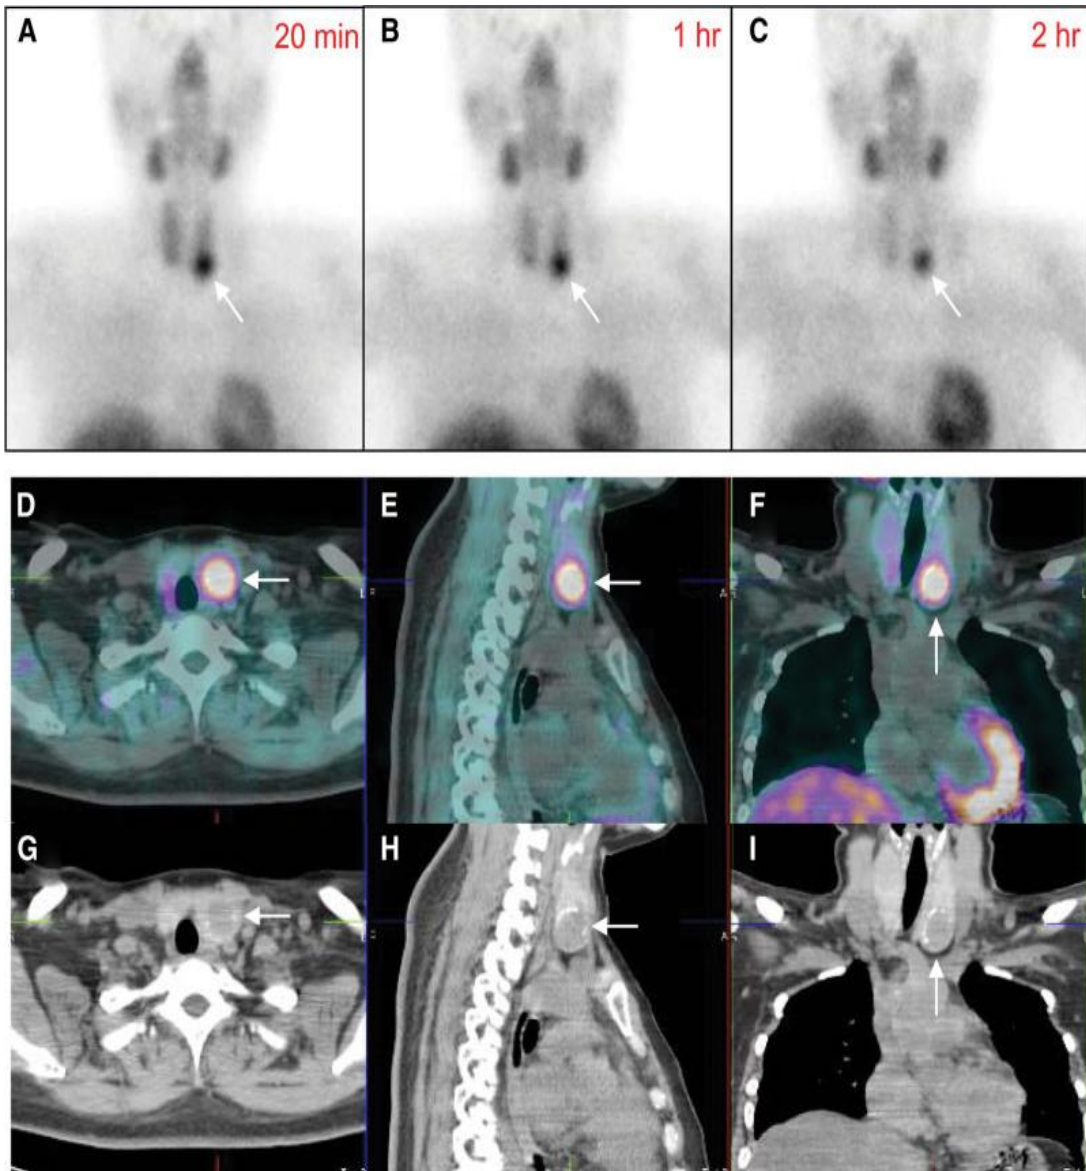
Un cancer de la thyroïde révélé par une scintigraphie MIBI-^{99m}Tc [61]
